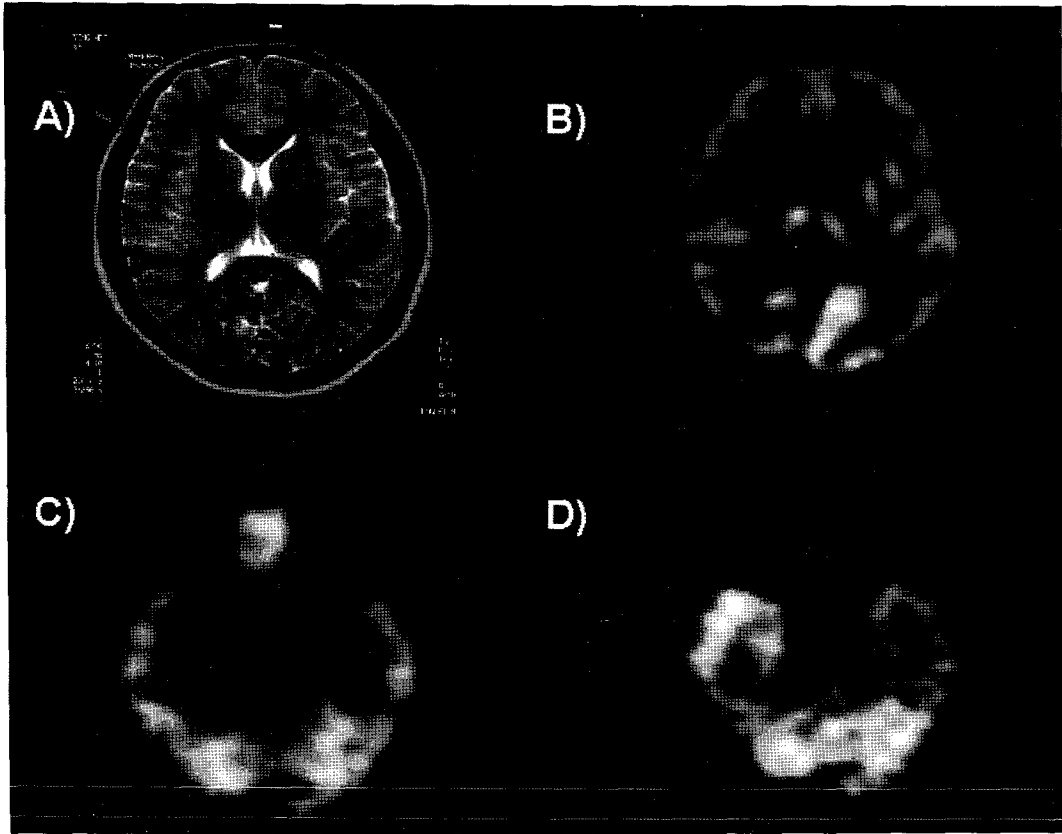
Patient 7. 31-year-old woman. Ictal SPECT and ictal EEG indicated right temporal lobe epilepsy. Aura was also suggestive of temporal lobe epilepsy. A) MRI does not show any abnormal findings. B) PET scan shows prominent right temporal hypometabolism and concomitant mild right occipital hypometabolism (False lateralization, True lateralization). Intracranial EEG and operation results proved right occipital lobe epilepsy. C) Interictal and D) ictal SPECT shows ictal hyperperfusion in right temporal lobe (False lateralization, True lateralization).
